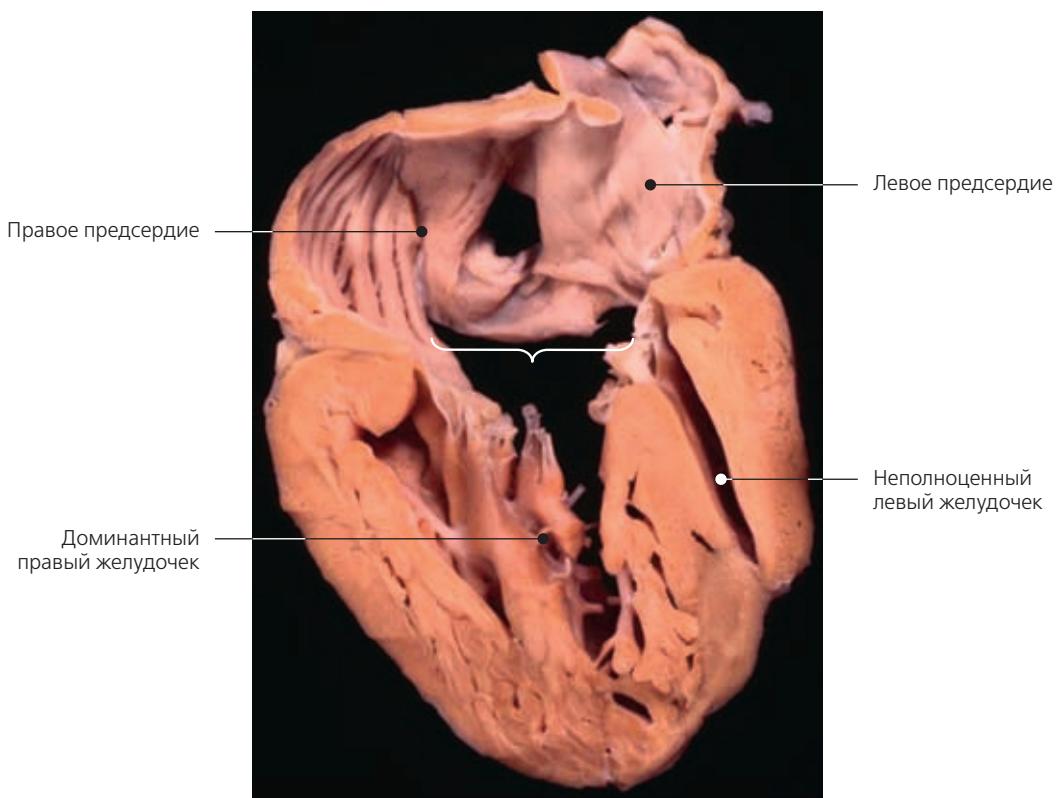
ДвупрITCHный доминантный правый желудочек с общим предсердно-желудочковым соединением. Обратите внимание на общий предсердно-желудочковый клапан (скобка). Также виден неполноценный левый желудочек, у которого отсутствует приточный отдел (сравните с рис. 8.1) (аутопсия, препарат рассечен в четырехкамерной эхокардиографической проекции).
